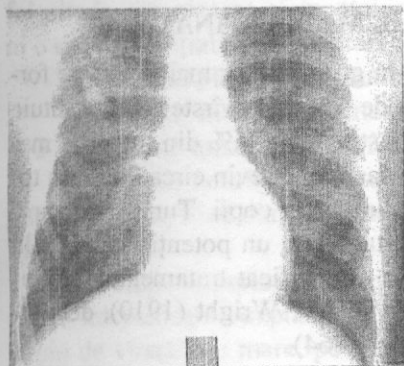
Radiografie toracică după 1,5 ani de la operație.
